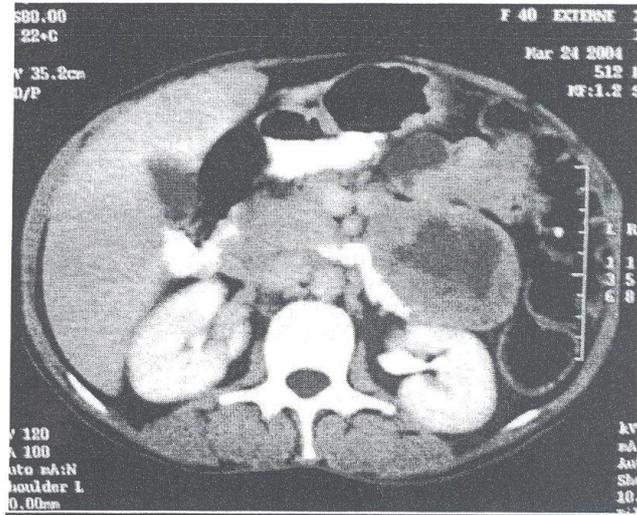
TDM abdominale (C+) en coupe axiale montrant une tumeur grêlique avec rehaussement net des portions charnues avec un centre hypo dense.
